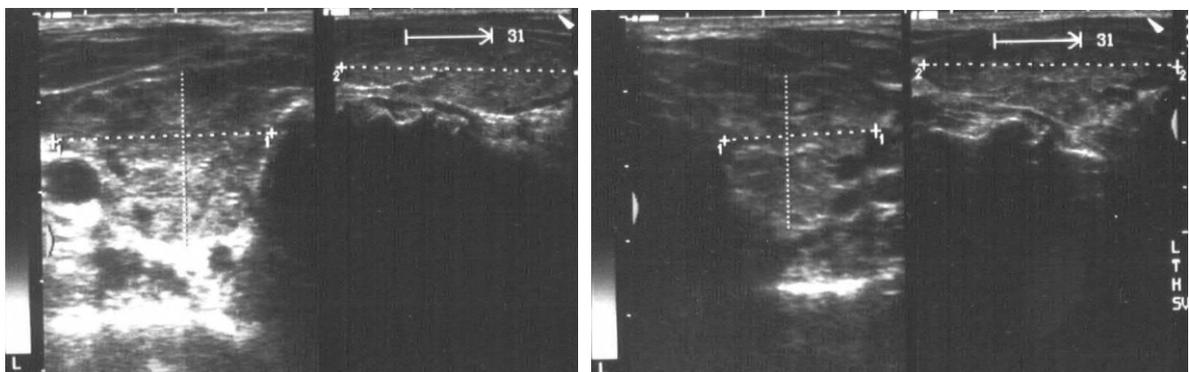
Bild eines Sonographie-Befundes bei gesicherter Hyperthyreose vom Typ Basedow
